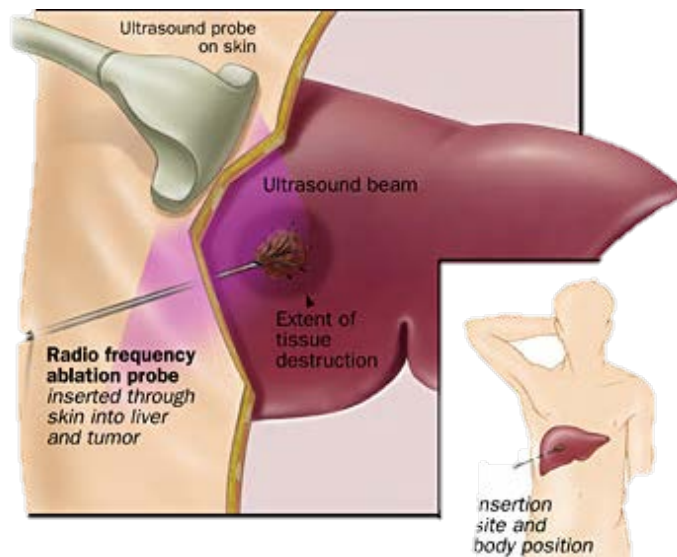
Ablación por radiofrecuencias de metástasis hepáticas vía percutánea con guiado mediante ecografía. <http://www.hopkinscoloncancercenter.org/> (acceso 14 de agosto de 2017)
